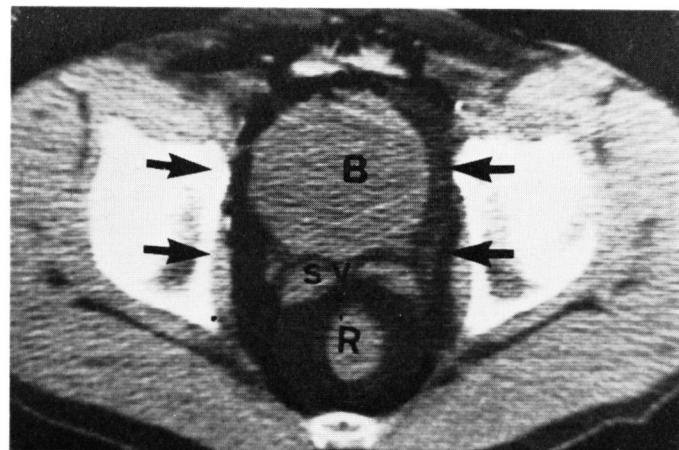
症例1, 40歳男性, 正常膀胱, 精のう腺の仰臥位気体注入CT像。矢印のごとく気体は左右の膀胱周囲および精のう腺と膀胱底部との間隙に侵入している。膀胱(B)内は滅菌オリーブ油にて充満させた。精のう腺(SV), 直腸(R)。
